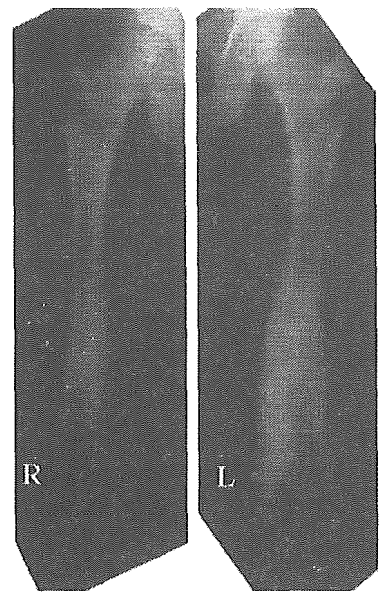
Anteroposterior radiograph of the femora obtained at the age of 47 years showing progressive changes of the lesions compared with the previous radiographs
